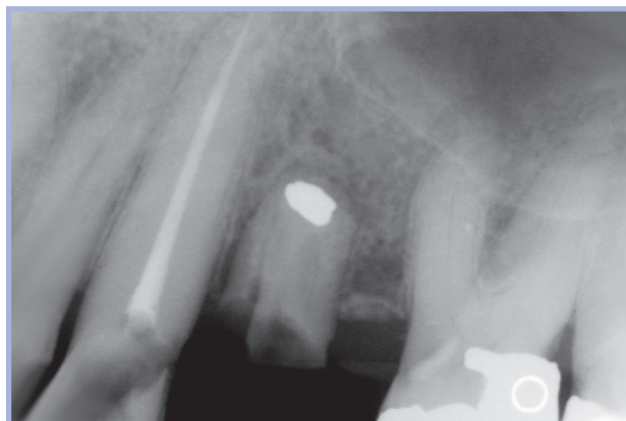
Radiografia pre-operatoria
